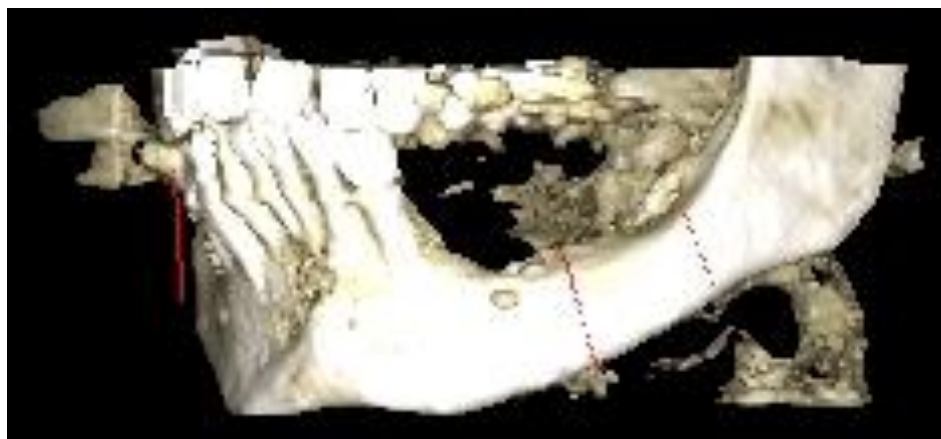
КЛ КТ (трехмерная реконструкция) пациент Е. 50 л., односторонний дистально неограниченный дефект нижней челюсти слева, 2 класс по Кеннеди
